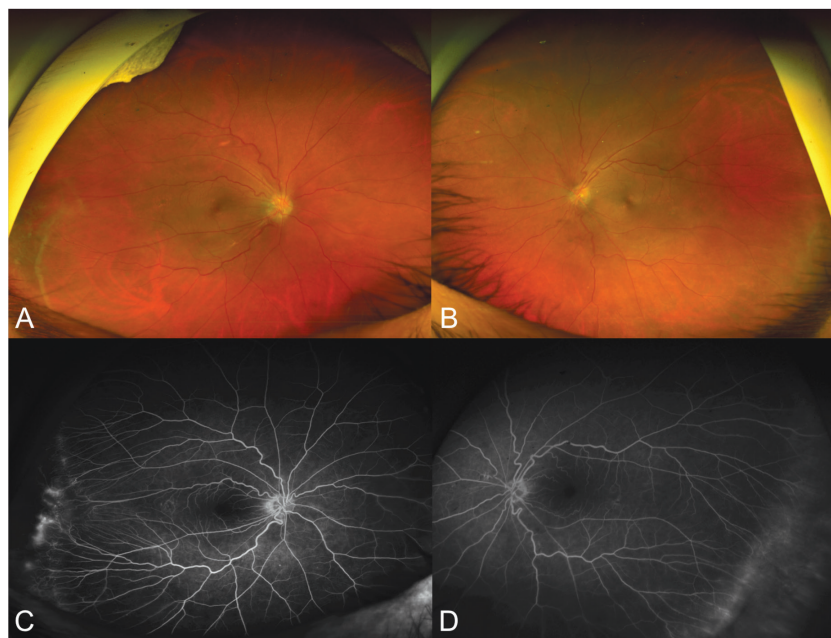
Case 1. (A) and (B) Wide-field fundus photography showed optic disc elevation and very small cup-to-disc ratio on right and left eye, respectively. Buried optic nerve head drusen of the right eye was confirmed by B-scan ultrasound. Tortuosity of retinal veins were noted in both eyes. Retinal neovascularization and fibrosis at the junction between vascular and avascular retina at temporal area of both eyes were noted (more prominent on right eye). (C) and (D) Wide-field fundus fluorescein angiography demonstrated peripheral avascularity at temporal retina of both eyes with V-shape pattern on right eye. Retinal neovascular leakage at the posterior border of the vascular-avascular junction was noted in both eyes (more prominent on right eye).
